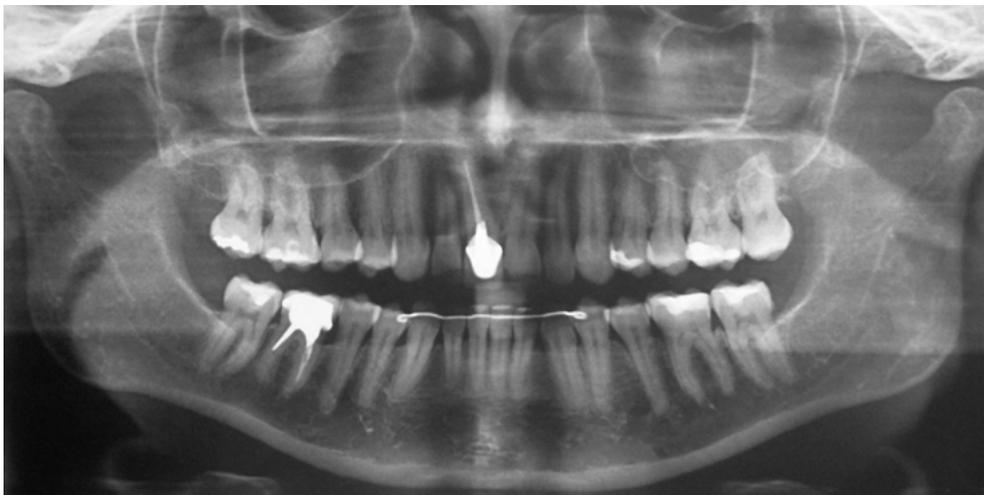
imagem obtida numa radiografia panorâmica. Neste tipo de radiografias é possível observar os dentes e maxilares superiores e inferiores (12).
